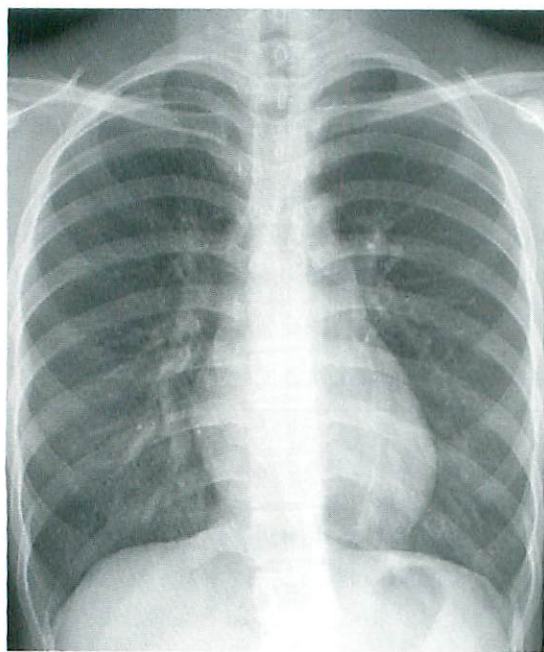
Chest X-Ray (PA view) on admission shows bilateral hyperinflation. Tumor could be seen retrospectively within upper trachea.
